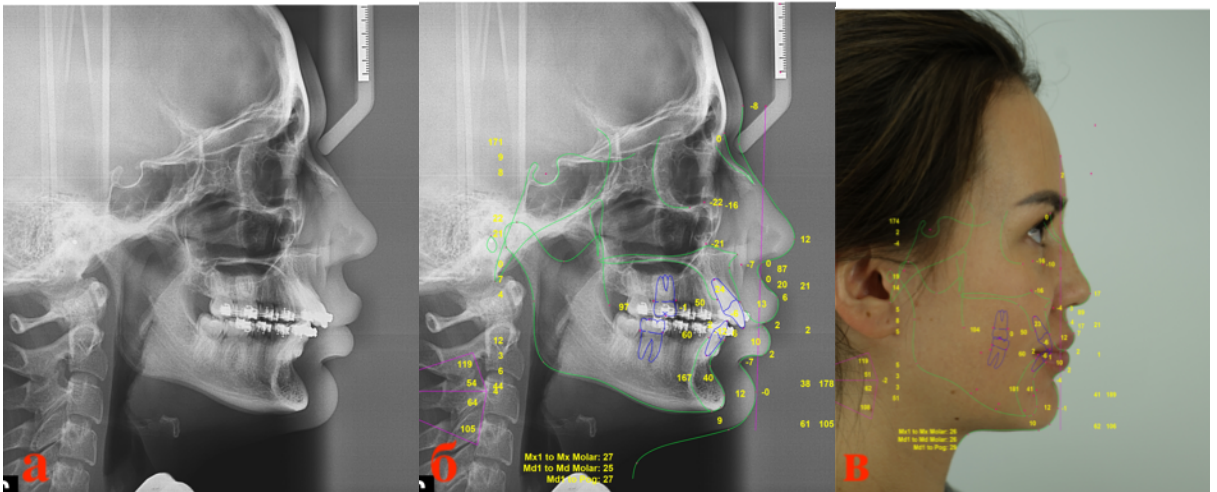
Телерентгенограмма (а) и планирование ортогнатической операции (б, в)
